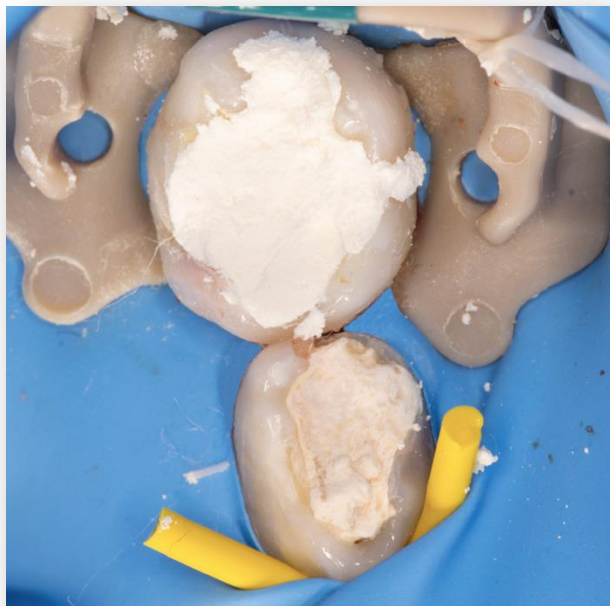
Obturación provisional con óxido de zinc eugenol (IRM)
